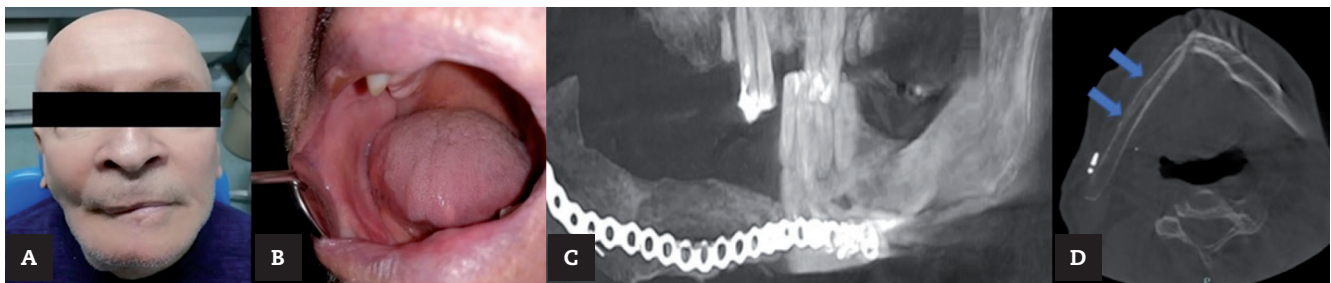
A: imagen extraoral 6 meses posterior a cirugía. B: imagen intraoral 6 meses posterior a cirugía. C: reconstrucción panorámica. D: tomografía computarizada de control. Se observa injerto (flechas azules) con placa de titanio, sin evidencia de recurrencia tumoral.
